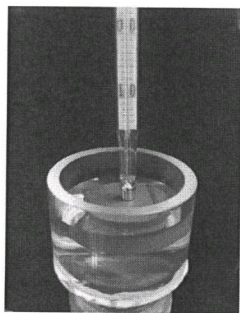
测试超声造成吸声材料温升的测量布置实例
